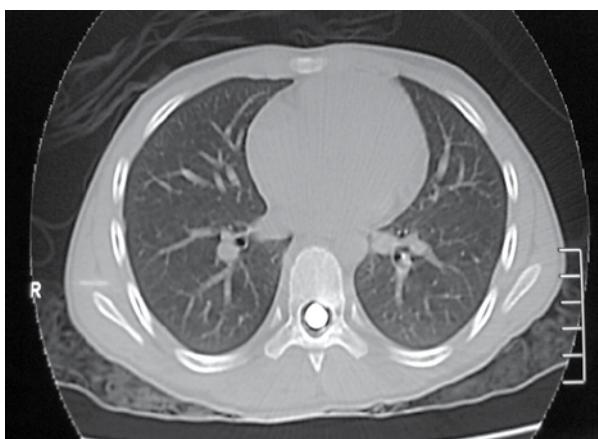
Tomografía corte axial. Se aprecia el proyectil de arma de fuego perfectamente alojado dentro de canal medular.
